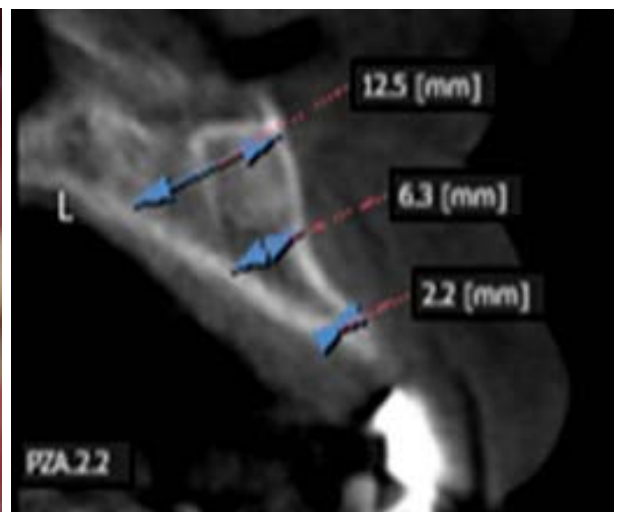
Tomografía volumétrica zona 22.
